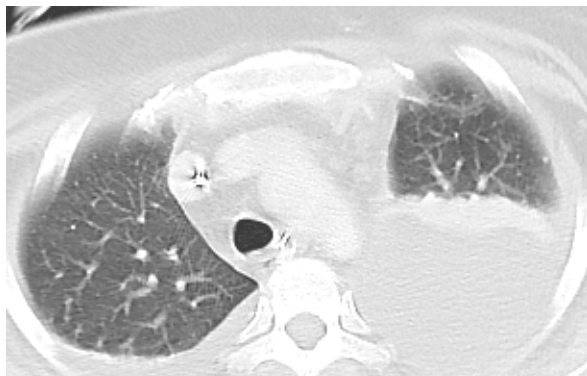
術後10日目 (a) 術後15日目 (b) の造影CT
